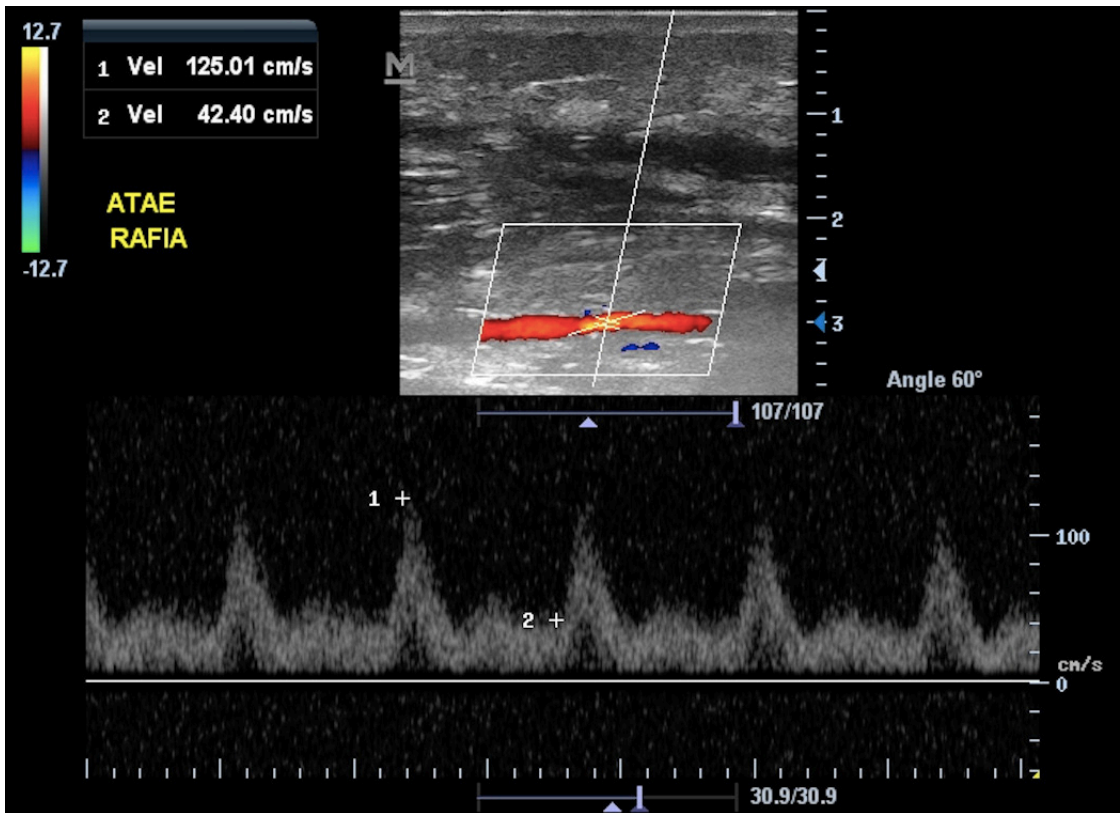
Ultrassonografia com Doppler colorido realizada após 3 meses do pós-operatório, evidenciando fluxo preservado na artéria tibial anterior esquerda (ATAE) no local da arteriorrafia.
